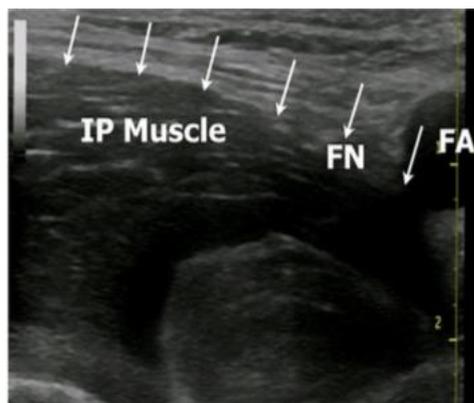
Esta imagen ultrasonográfica a nivel del pliegue inguinal muestra las posiciones relativas de la Arteria Femoral (FA), Nervio Femoral (FN) y el músculo Iliopsoas (IP) antes de la inyección de anestésico local. Las flechas blancas indican la posición de la FI (Fosa Iliaca) a medida que pasa de forma superficial al músculo IP y FN y profunda a la FA. (Swenson, et al 2019)
